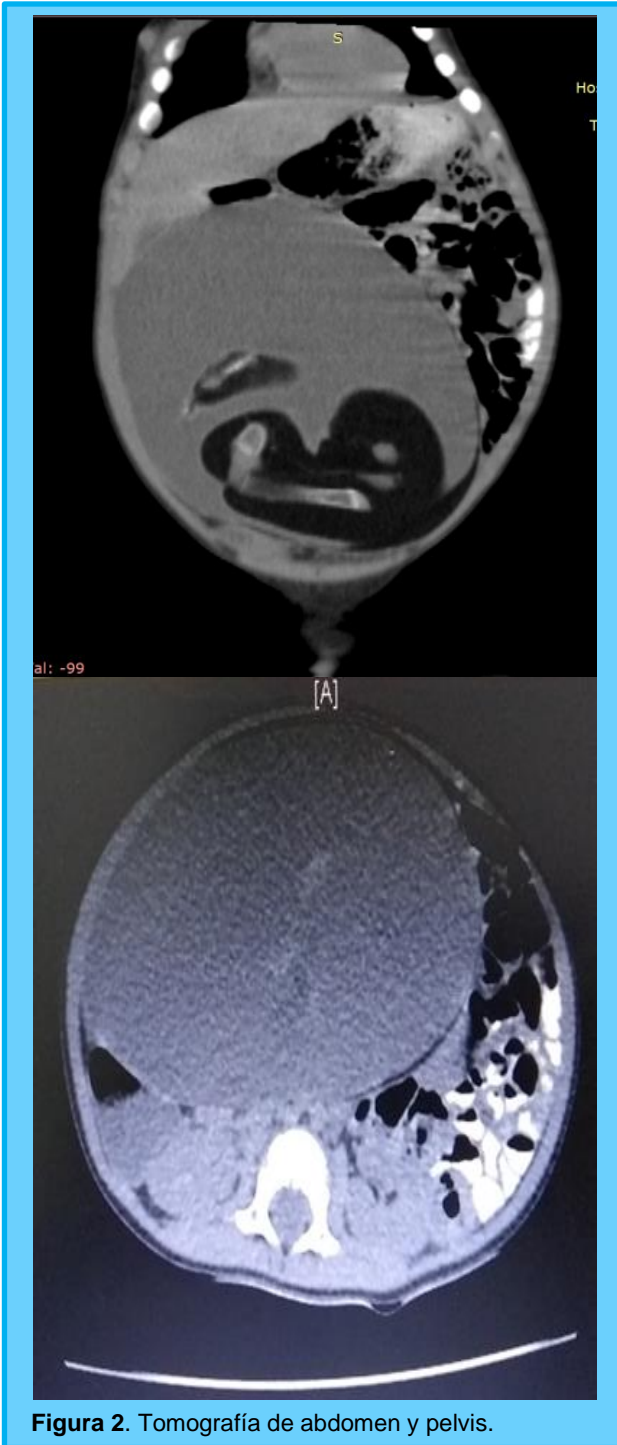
Tomografía de abdomen y pelvis.
